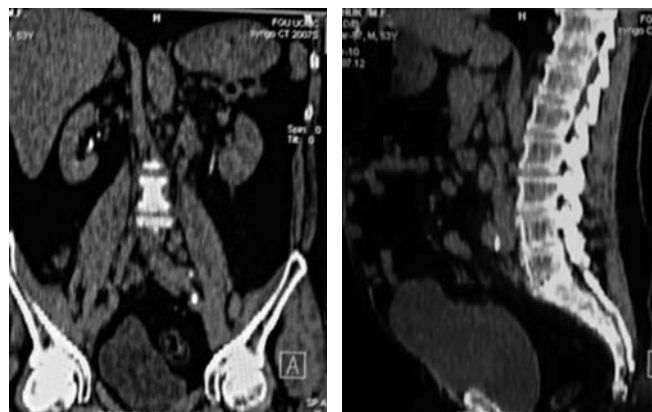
Компьютерная томография сформированного резервуара во фронтальной проекции, выполненная по стандартной методике с введением контрастного препарата.
